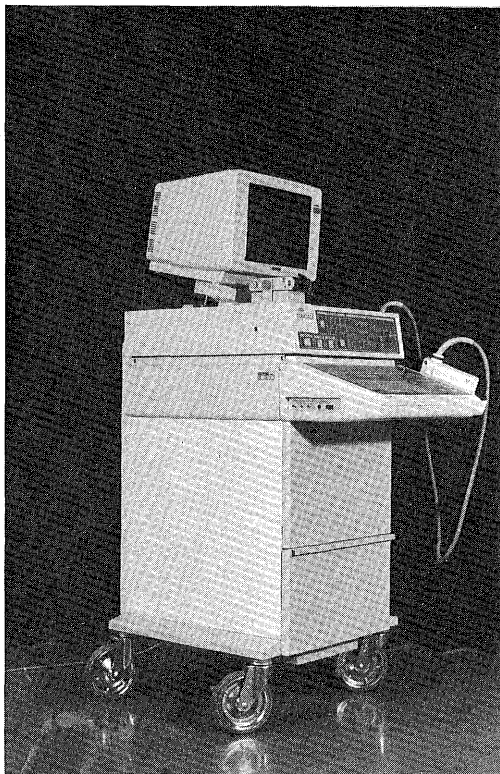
Ultrasonic generator
